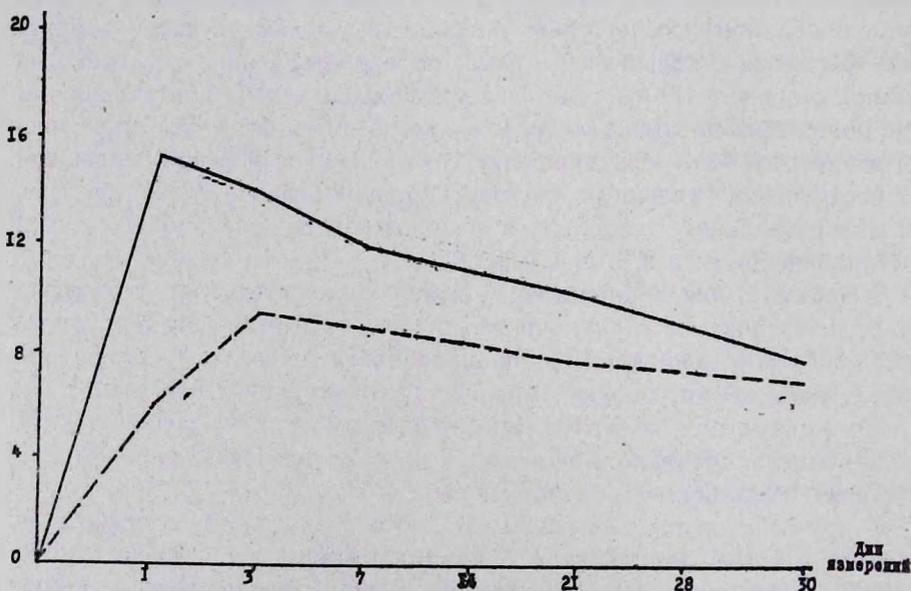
Комбинированное влияние лазерных и рентгеновских лучей на развитие феномена Дюран-Рейнальса у кроликов (смесь фермента с красителем вводят непосредственно после облучения) ————— колебания индексов Клода в опыте, — — — — — колебания индексов Клода в контроле.
